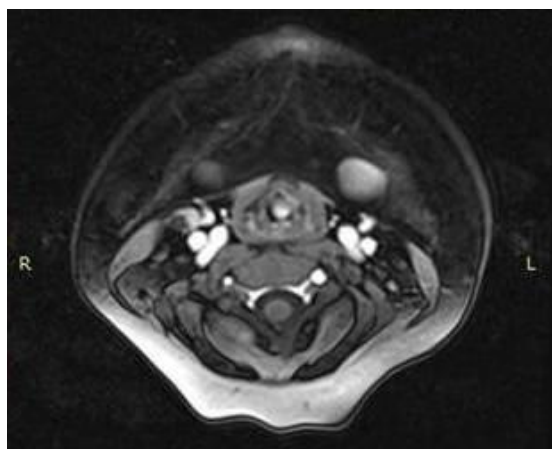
Магнитно-резонансная томограмма больного Р., 5 лет, аксиальная проекция, фетальная рабдомиома гортани
